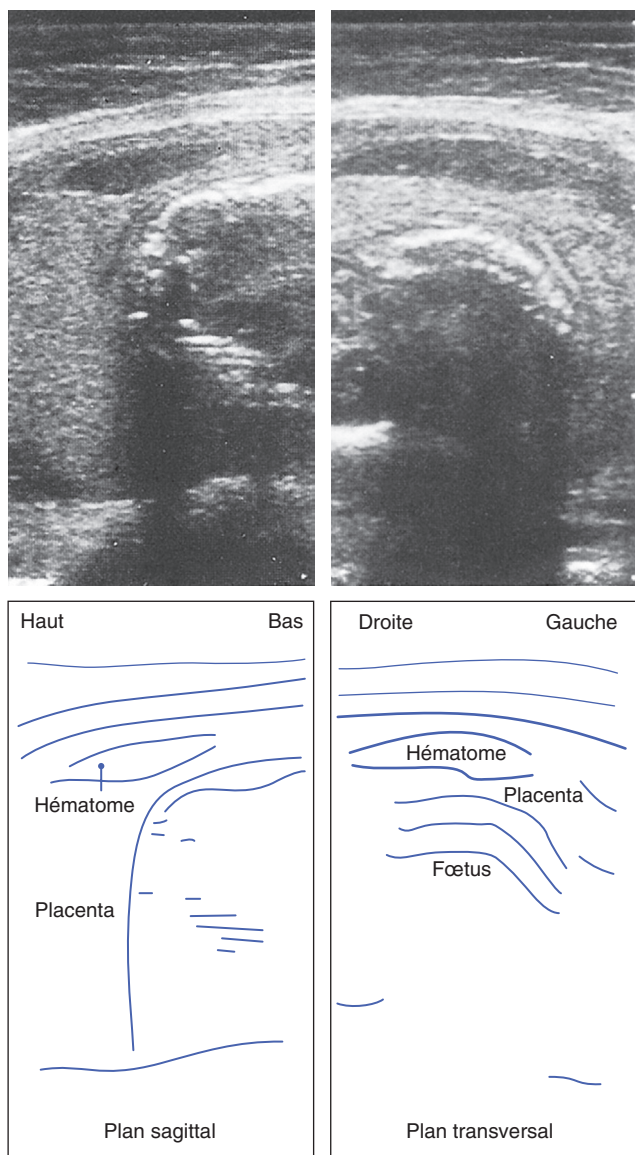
Aspect échographique d'un hématome rétroplacentaire.
